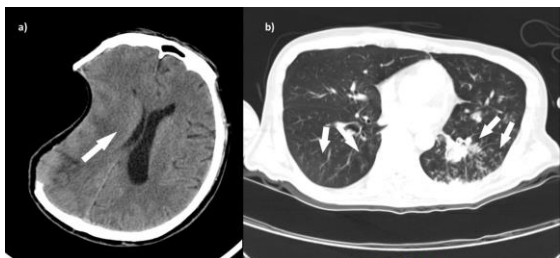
a) TAC de cráneo con craneotomía y pérdida de hemisferio (flechas), b) TAC de tórax con patrón de vidrio esmerilado y condensación (flechas).
